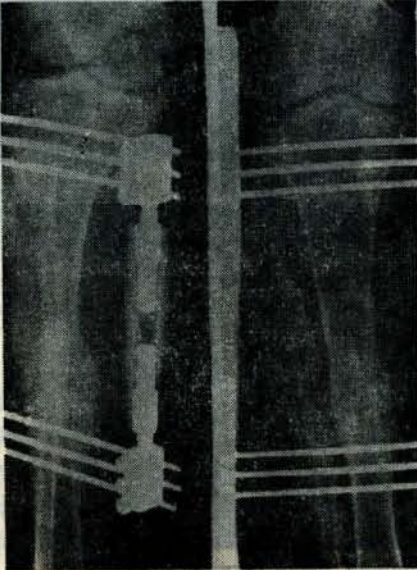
6 — 20. hafta sonunda alınan tomografiler.
